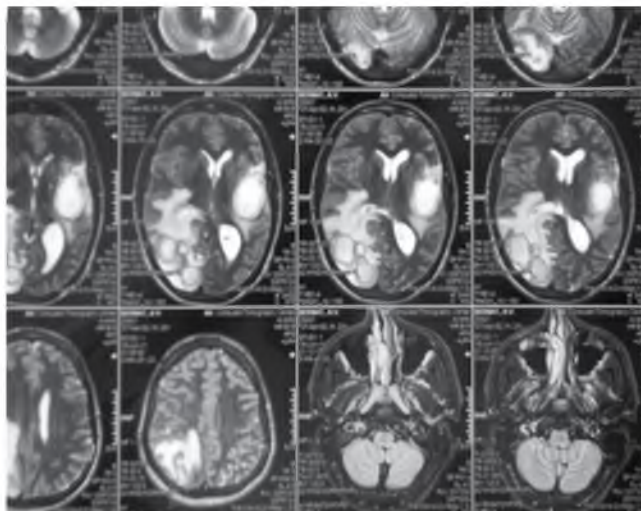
МРТ головного мозга пациента Б. Множественные образования в височной доле слева и теменно-затылочной области справа
